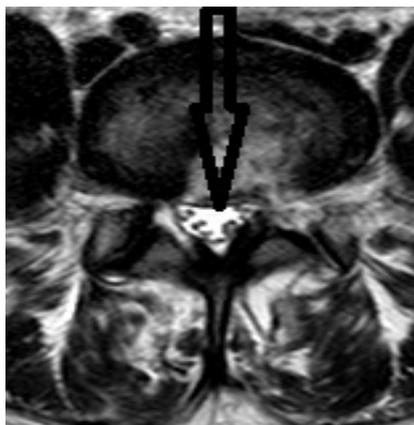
МРТ поясничного отдела позвоночника, пациентка Ф-ва., 28 лет, история болезни № 1172(аксиальный срез)
